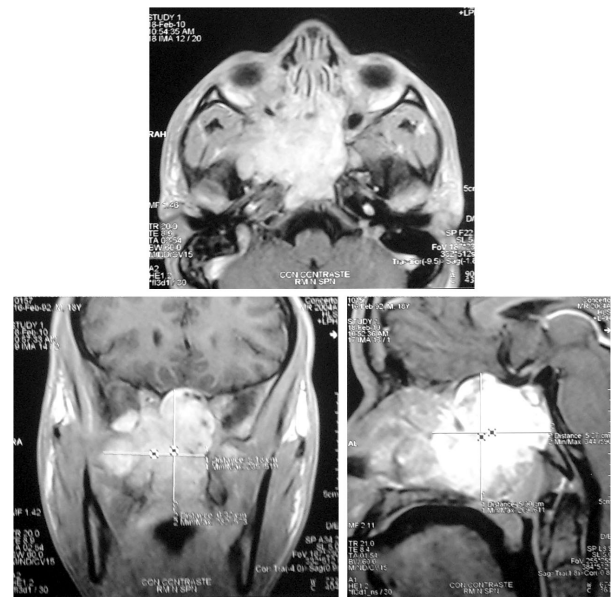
CORTE AXIAL (A), CORONAL (B) Y SAGITAL (C) DE RM (FASE T1 CONTRASTADA) EN UN PACIENTE MASCULINO DE 17 AÑOS QUE MUESTRA UN ANJ QUE COMPROMETE FOSA NASAL DERECHA, NASOFARINGE, FOSA PTERIGOMAXILAR E INFRATEMPORAL, EXTENSIÓN INTRACRANEAL QUE DESPLAZA LÓBULO TEMPORAL DERECHO.
